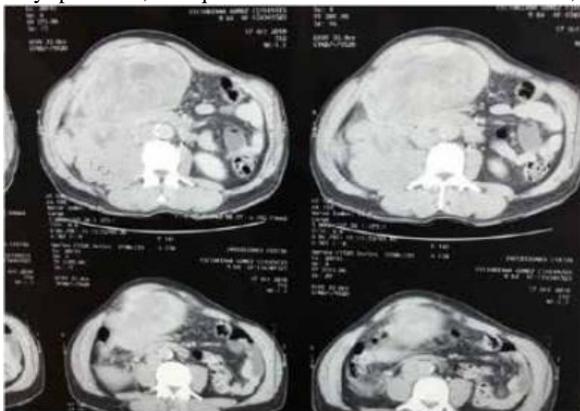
Tumor Renal Derecho corte axial por TAC
